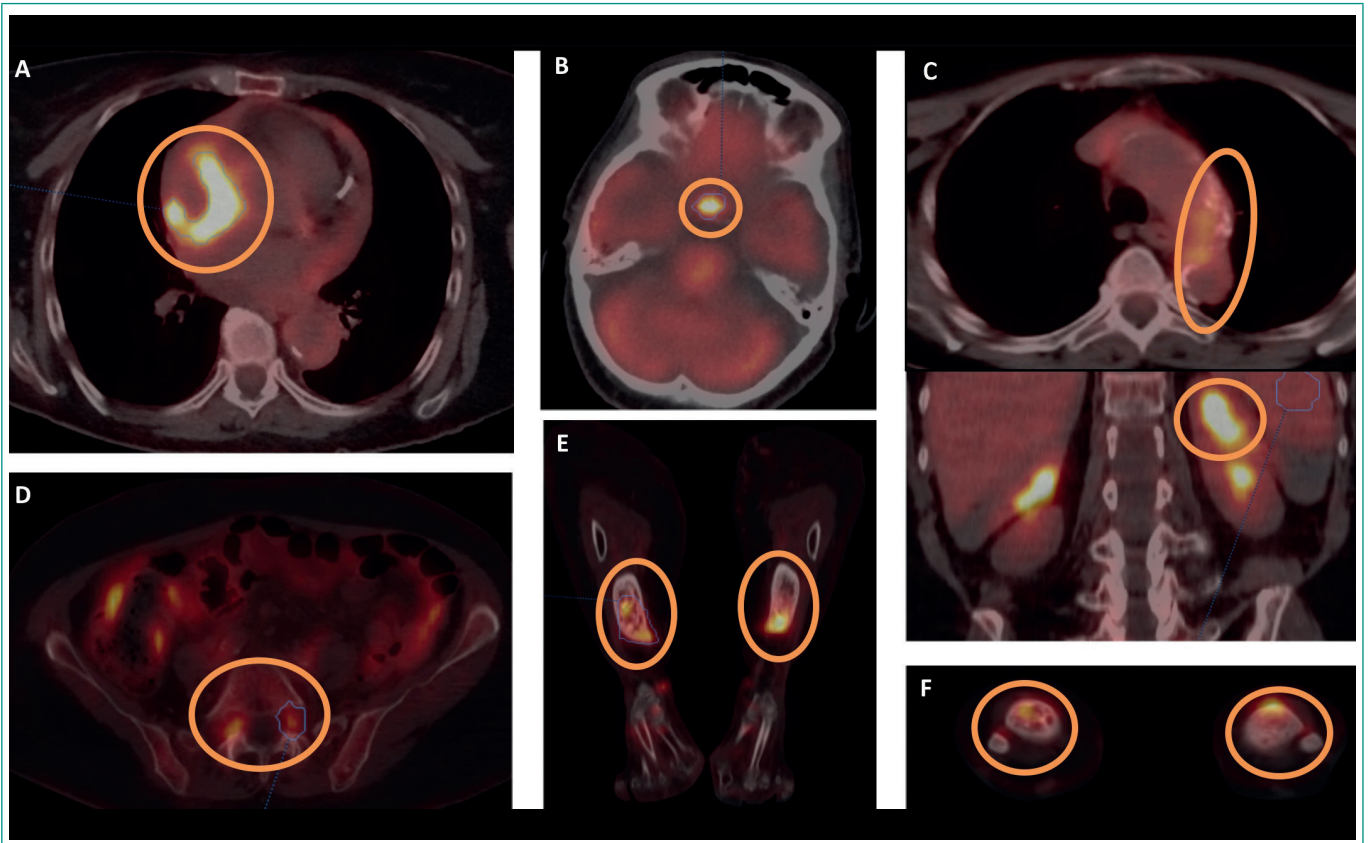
Imágenes PET TAC con hipercaptación metabólica. A: Cardíaca. B: Cerebral (hipófisis). C: Aorta y glándula suprarrenal izquierda. D: Vertebral. E-F: Miembros inferiores (metáfisis distal tibial).
